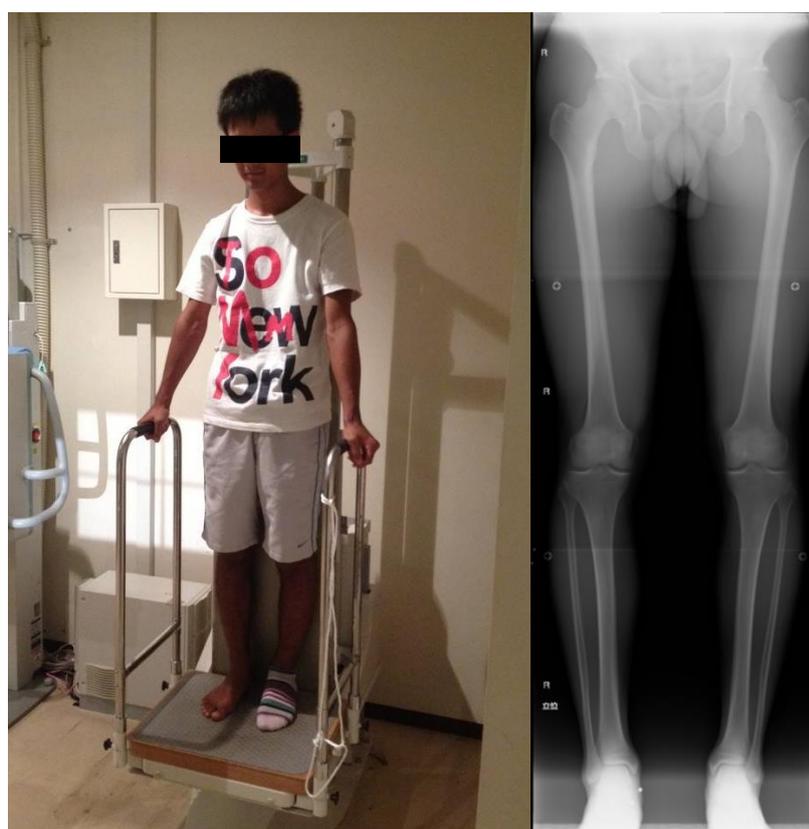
X線写真撮影姿勢（左）と撮影画像（右）
